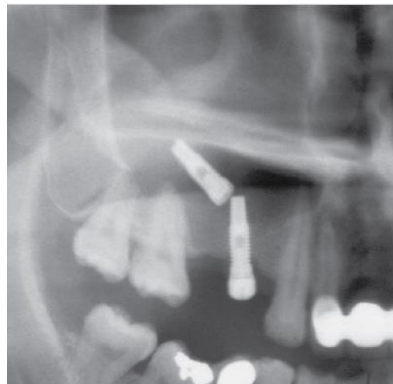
Acercamiento a ortopantomografía donde se observa un implante desplazado al seno maxilar (52).
